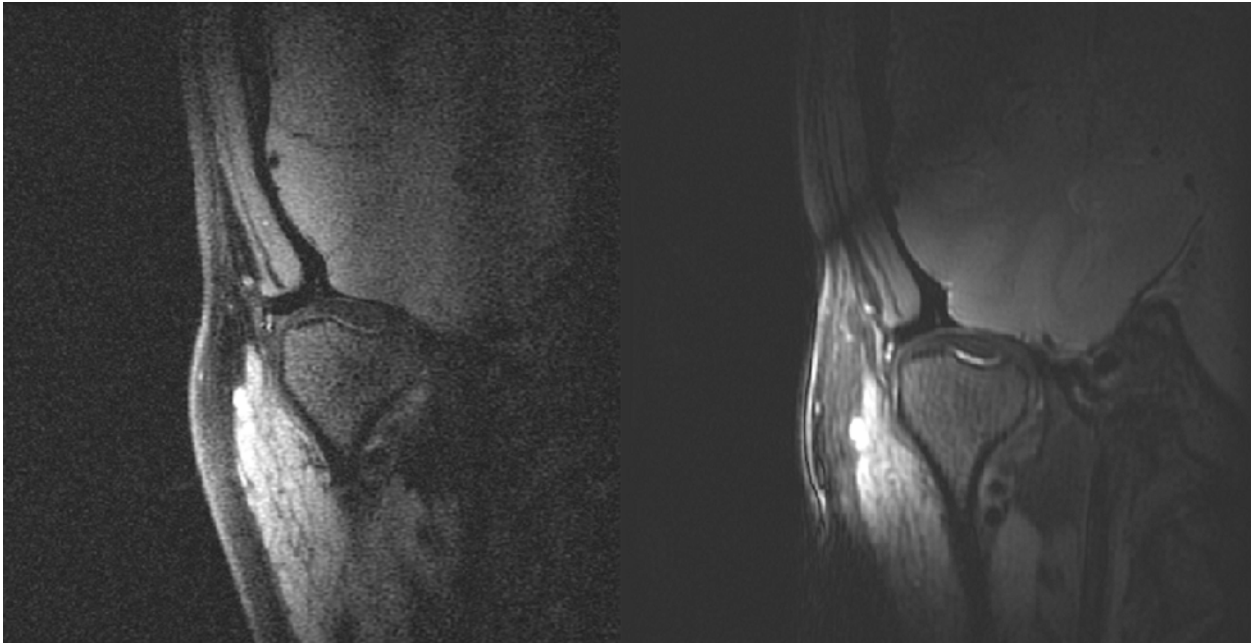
MRT-Aufnahme 1,5 T (links) und 3,0 T, coronare Schicht
